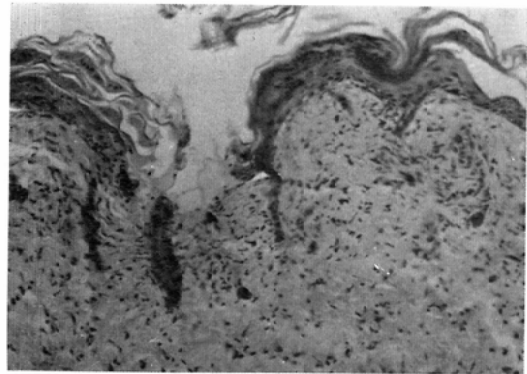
Section of skin, 14 days after single dose of 5000 rads of X-rays.
